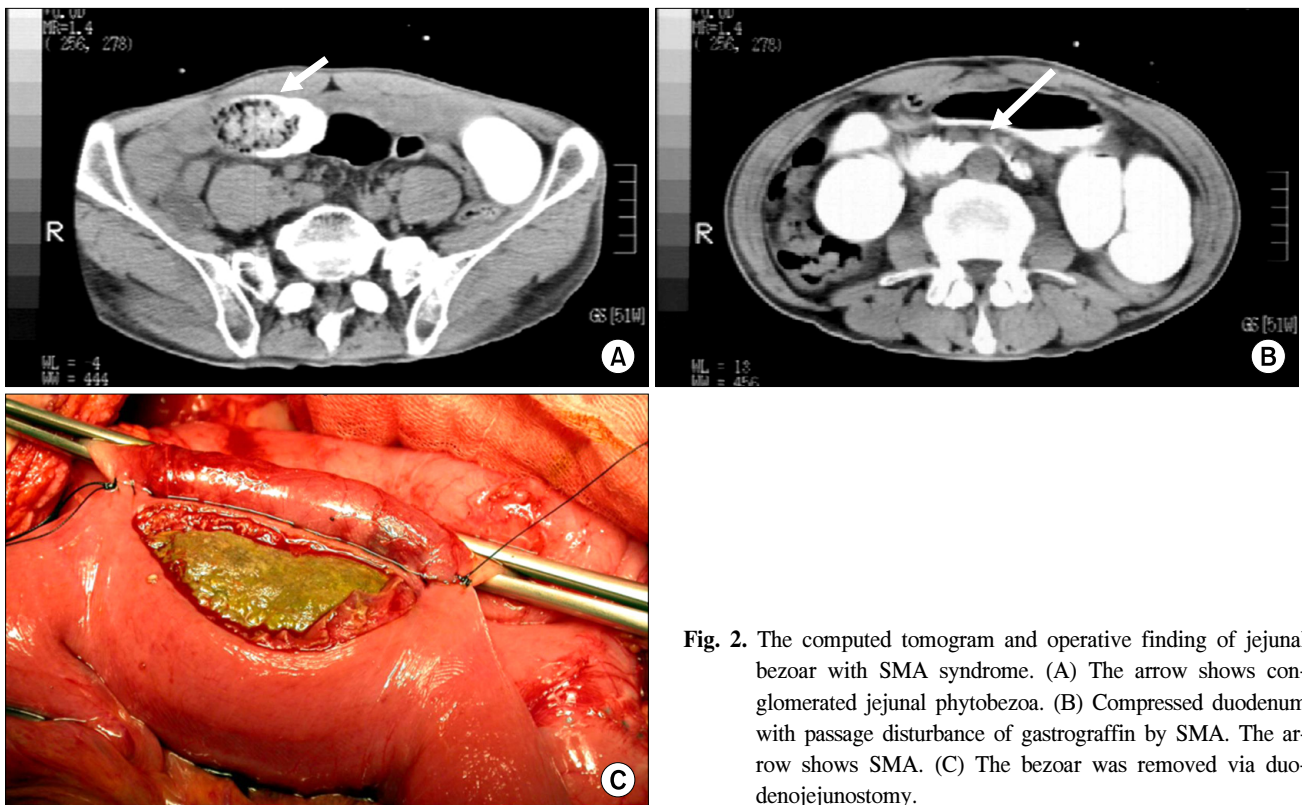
The computed tomogram and operative finding of jejunal bezoar with SMA syndrome. (A) The arrow shows conglomerated jejunal phytobezoa. (B) Compressed duodenum with passage disturbance of gastrograffin by SMA. The arrow shows SMA. (C) The bezoar was removed via duodenojejunostomy.
